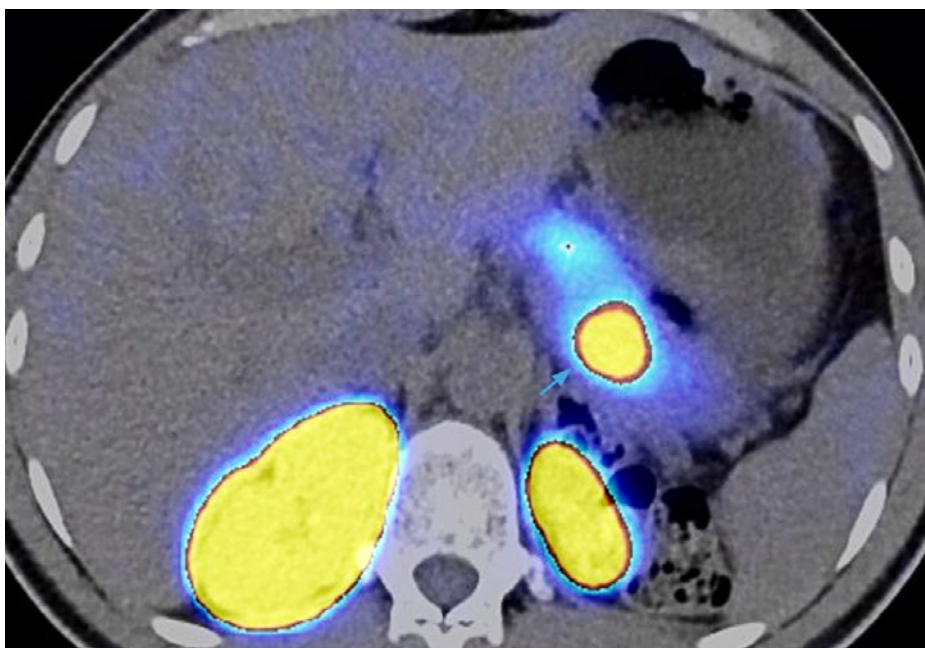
TEP-TDM à l'exendine-4 (analogue du GLP-1) de l'abdomen, coupe transversale: masse captant fortement l'exendine-4 marquée au ^{68}Ga dans la queue du pancréas, avec croissance en partie exophytique. En raison de l'excrétion rénale et de la réabsorption tubulaire importante de l'exendine-4 marquée au ^{68}Ga , on observe également une forte accumulation dans les reins. GLP-1: glucagon-like peptide 1; TEP-TDM: tomographie par émission de positons-tomodensitométrie.
